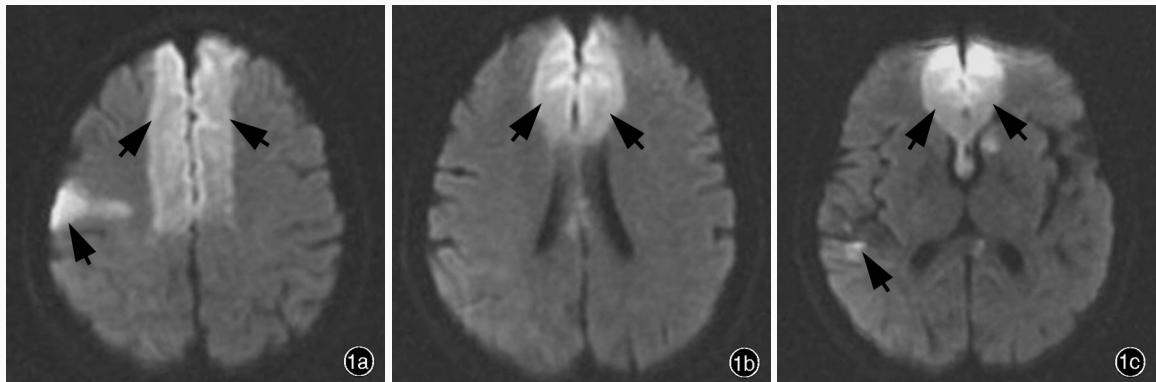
头部MRI检查所见 1a 横断面DWI显示,双侧额叶内侧面、右侧额叶凸面皮质和皮质下片状高信号(箭头所示) 1b 横断面DWI显示,双侧额叶内侧面片状高信号(箭头所示) 1c 横断面DWI显示,双侧额叶内侧面、右侧颞叶、左侧尾状核头部和胼胝体压部片状高信号(箭头所示)
